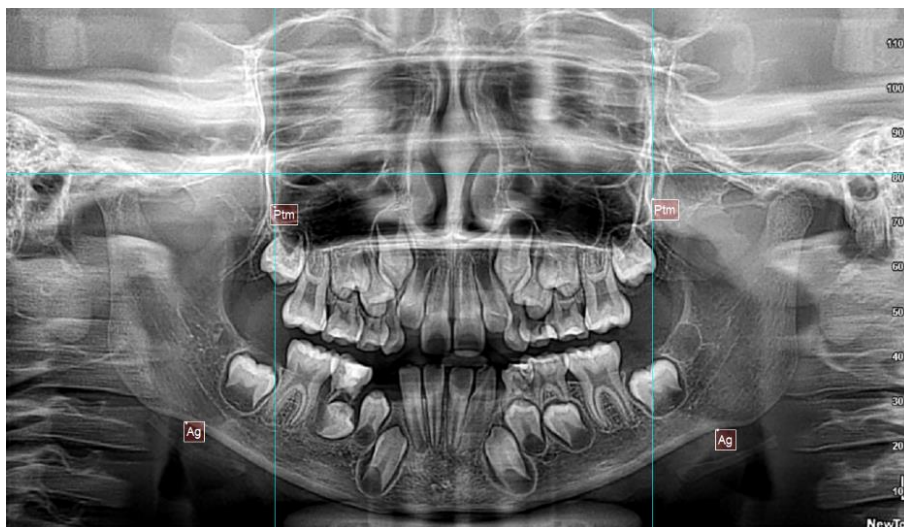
Análisis de Tatis en radiografía panorámica en el programa NemoCeph.
